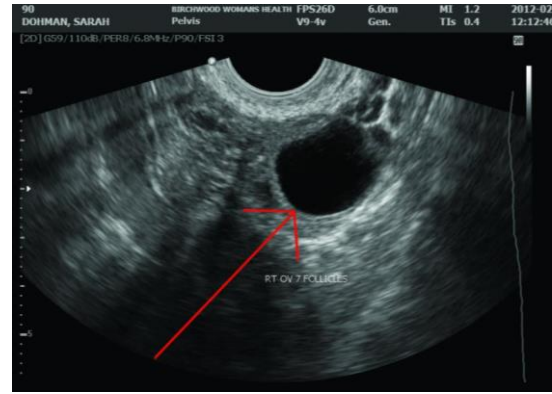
Ecografia d'un ovari no estimulat on s'observa únicament un fol·licle desenvolupat (fletxa vermella) (Fairhaven Health, 2017).
